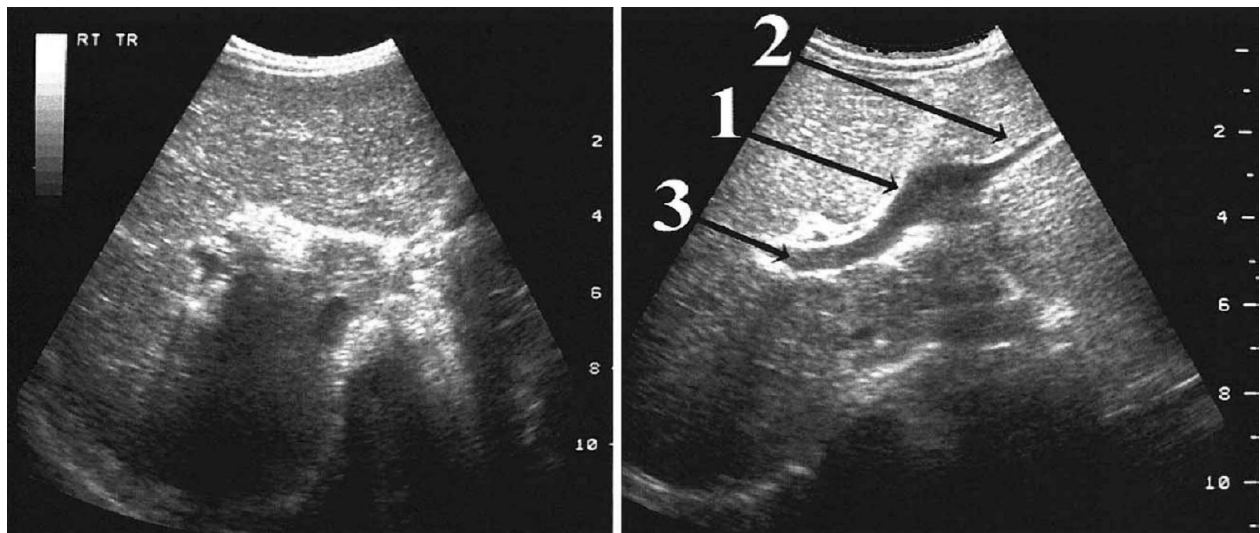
aspect échographique du foie et du système porte intra-hépatique avant (gauche) et après (droite) reperfusion portale. Avant le shunt, les branches portales (hypoplasiques) n'étaient pas visibles et après l'intervention on peut voir nettement le réseau portal intra-hépatique ; sur cette figure (à droite), 1) partie ombilicale (Rex) de la branche portale gauche ; 2) branche de division du segment III ; 3) branche portale droite [150]
